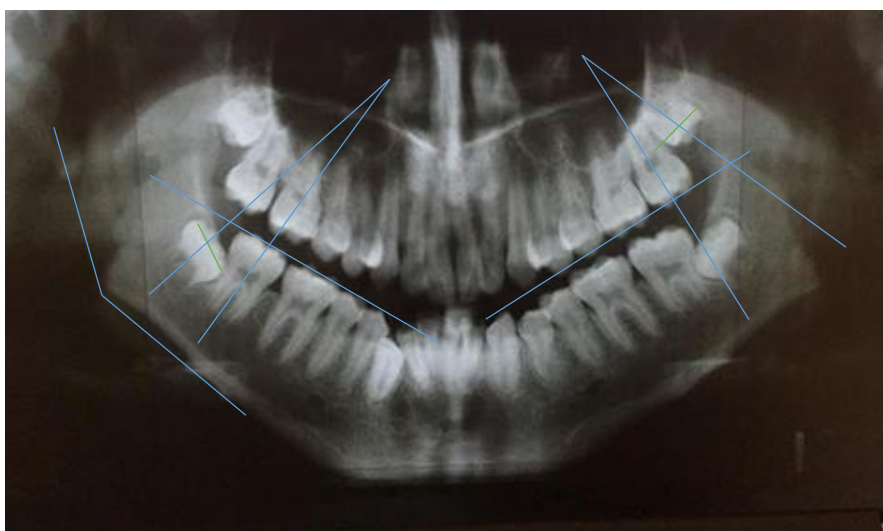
Figura #4. Medición de terceros molares en radiografía panorámica pre extracción
